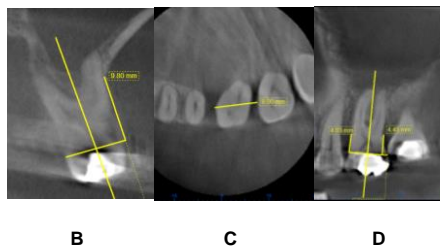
Tomografía Inicialdiente 26(D)A fotografía extraoral. 8B Corte Sagital. 8 Ccortebasal (sentido MD) 8D Corte coronal.
